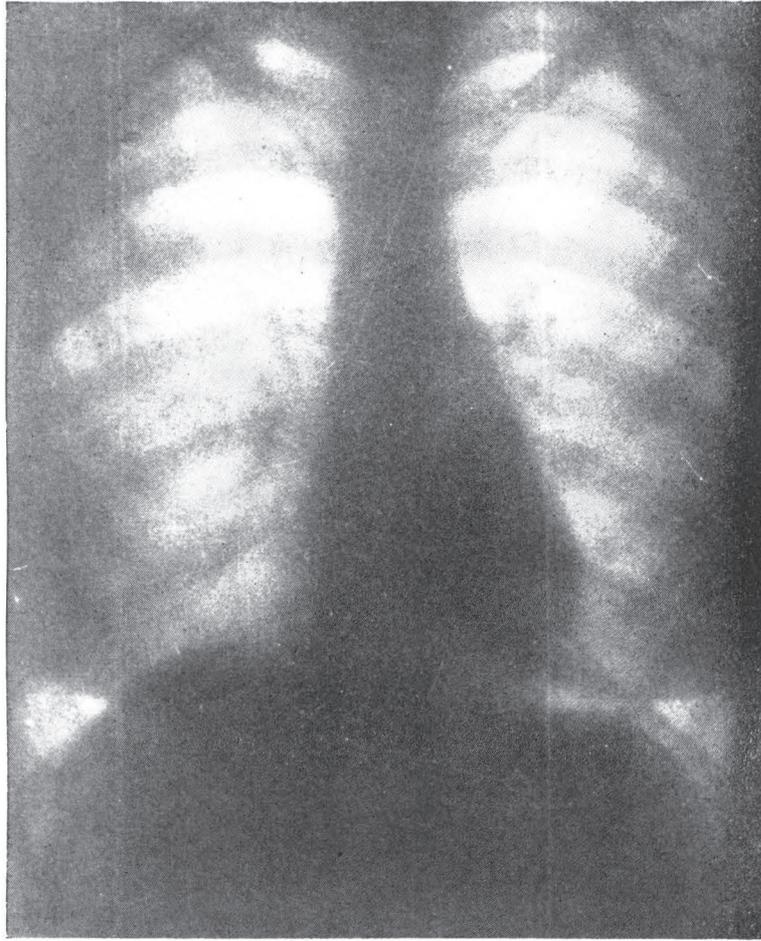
Caso nº 1 — Doente no ingresso do curso — Roentgenfotografia nº 46.088, de 10-11-947 — Infiltrado redondo ao nível do sexto arco intercostal posterior D.
